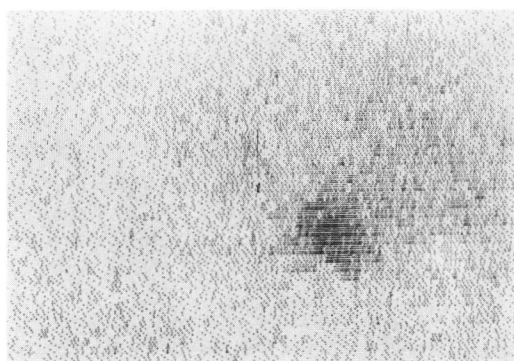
Adrenal scintigram of Case 2, 9 days after ^{131}I -19-iodocholesterol administration (posterior view).
